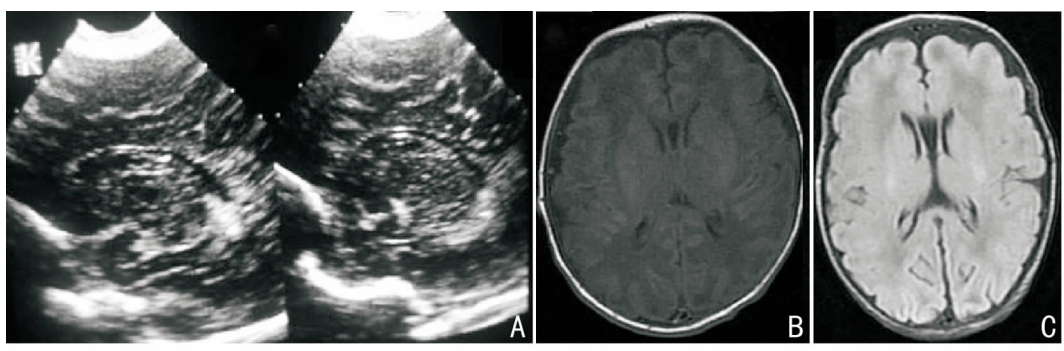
正常影像图 A: 头颅 B 超显示脉络膜丛形态规则,脑室周围回声正常,脑室体部及后角正常。B,C: MRI T1 和 T2-FLAIR 序列显示脑室系统正常,脑室周围白质区域无异常信号。
